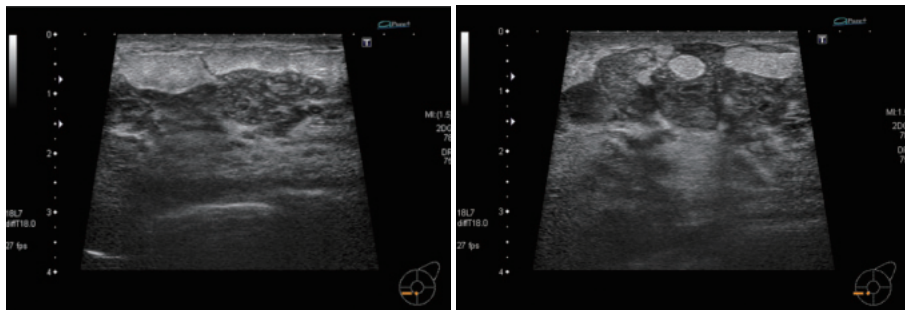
GM発症早期の超音波所見. 34歳の症例
